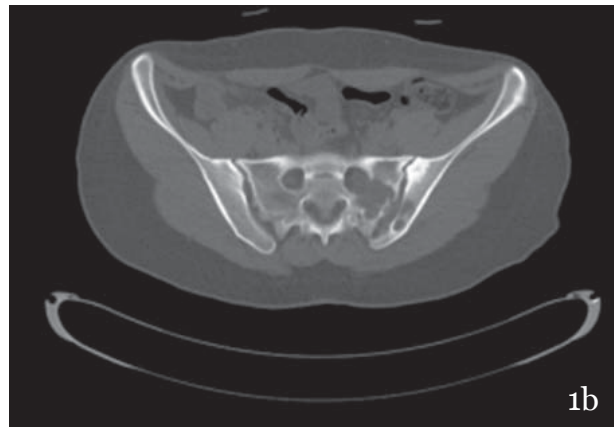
a. Plain pelvic radiograph shows expansive destructive lesion (arrowhead) on the left lateral sacrum extending through right SIJ and iliac bone. b. Computerized tomography (CT) scans shows multiloculated cysts located in the left hemisacrum expanding the S1–2 neural foramen and extended to the iliac bone and SIJ. c. Magnetic resonance T1-weighted image revealed a hypointense cystic lesion in S1 and S2 sacral ala, extending to the right SIJ and invading through the sacral canal with displacement of the S1 and S2 nerve roots.
